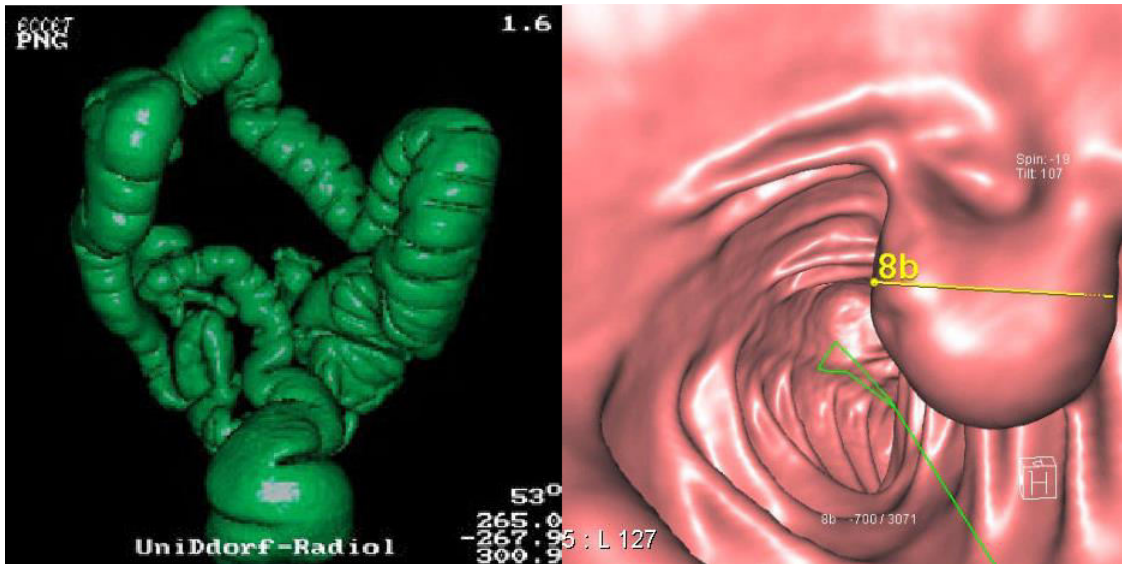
Screening mittels CT-Kolographie; Gesamtansicht (li.) und Nahansicht (re.)
